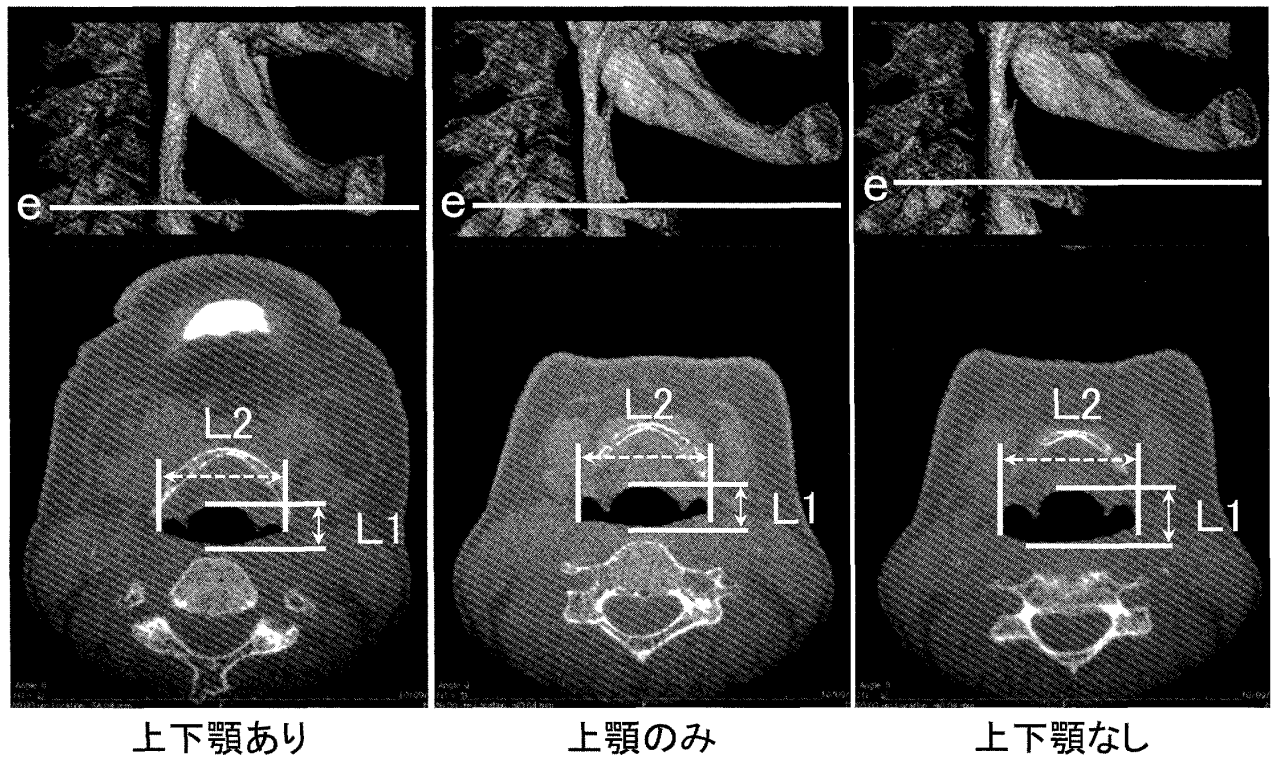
各測定条件におけるCTの全体像と喉頭蓋谷最深点の高さにおける断面像の典型例.
